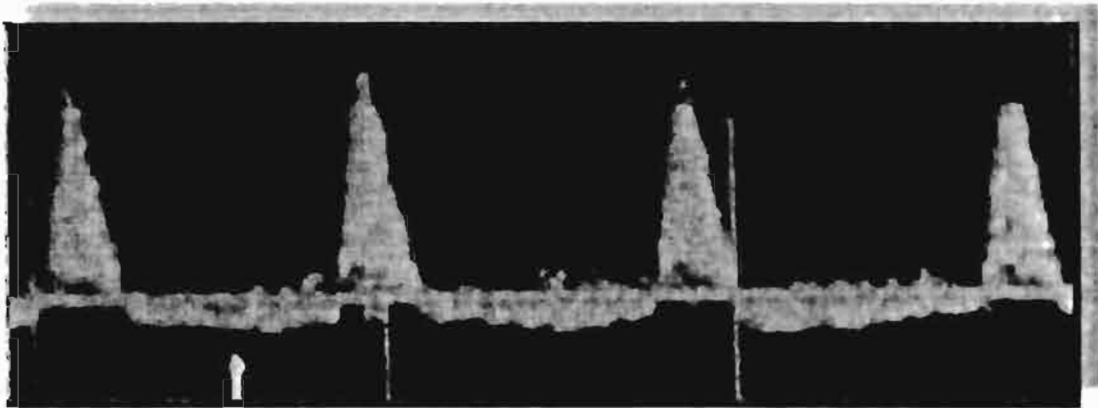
Fase IV, espectro Doppler
